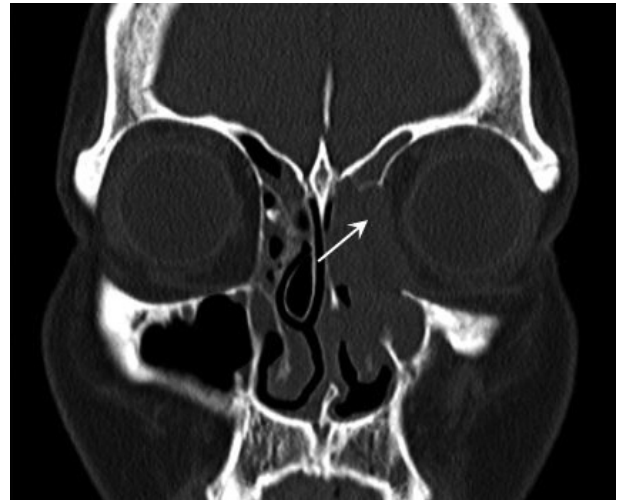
Paranasal CT scans shows an expansive mass of the left ethmoid sinus with erosion of the lamina papyracea.
